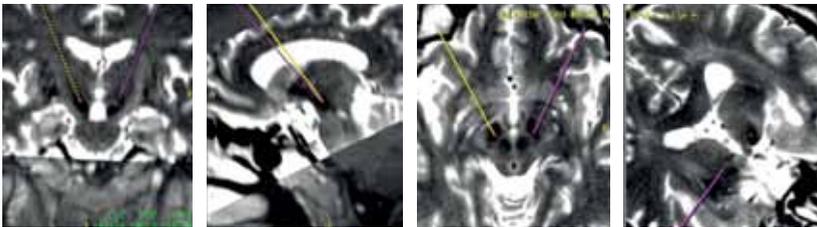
Imagem de RMN ponderada em T2 onde se vêem os núcleos subtalâmicos.
